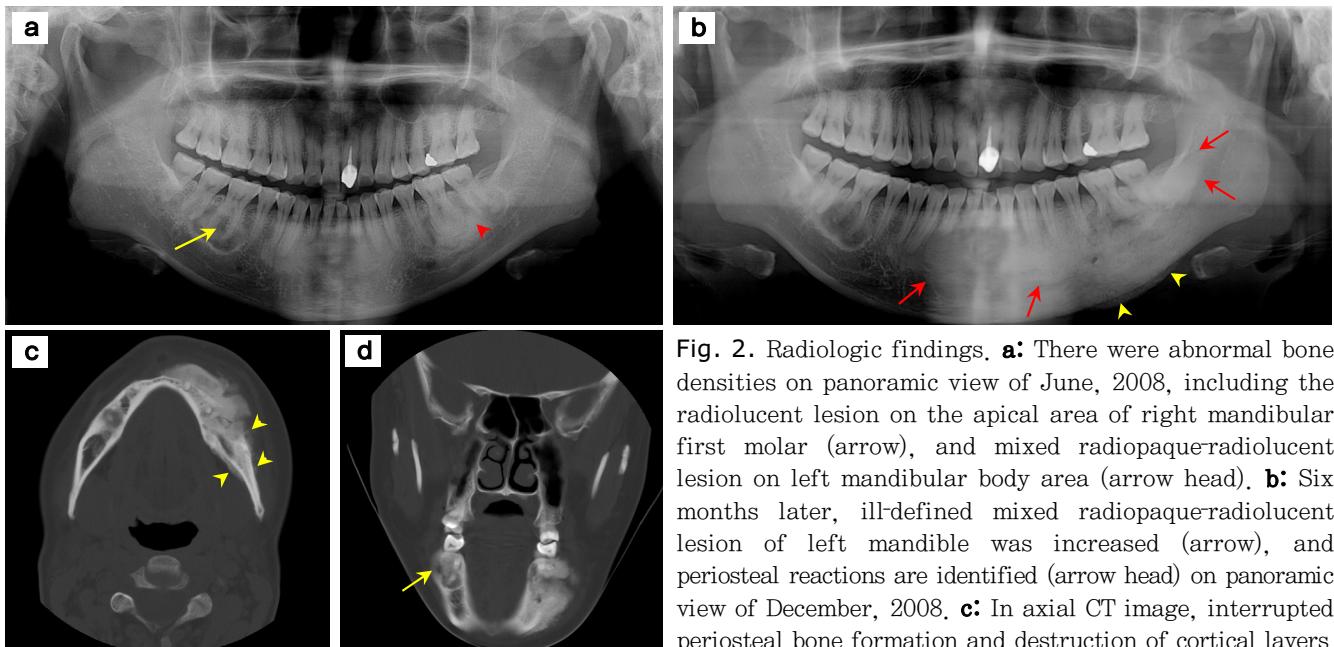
Radiologic findings. a: There were abnormal bone densities on panoramic view of June, 2008, including the radiolucent lesion on the apical area of right mandibular first molar (arrow), and mixed radiopaque-radiolucent lesion on left mandibular body area (arrow head). b: Six months later, ill-defined mixed radiopaque-radiolucent lesion of left mandible was increased (arrow), and periosteal reactions are identified (arrow head) on panoramic view of December, 2008. c: In axial CT image, interrupted periosteal bone formation and destruction of cortical layers were identified on buccal and lingual cortical layers (arrow head). d: In coronal CT image, mixed high attenuated materials were noted in the apical area of right mandibular first molar (arrow).
